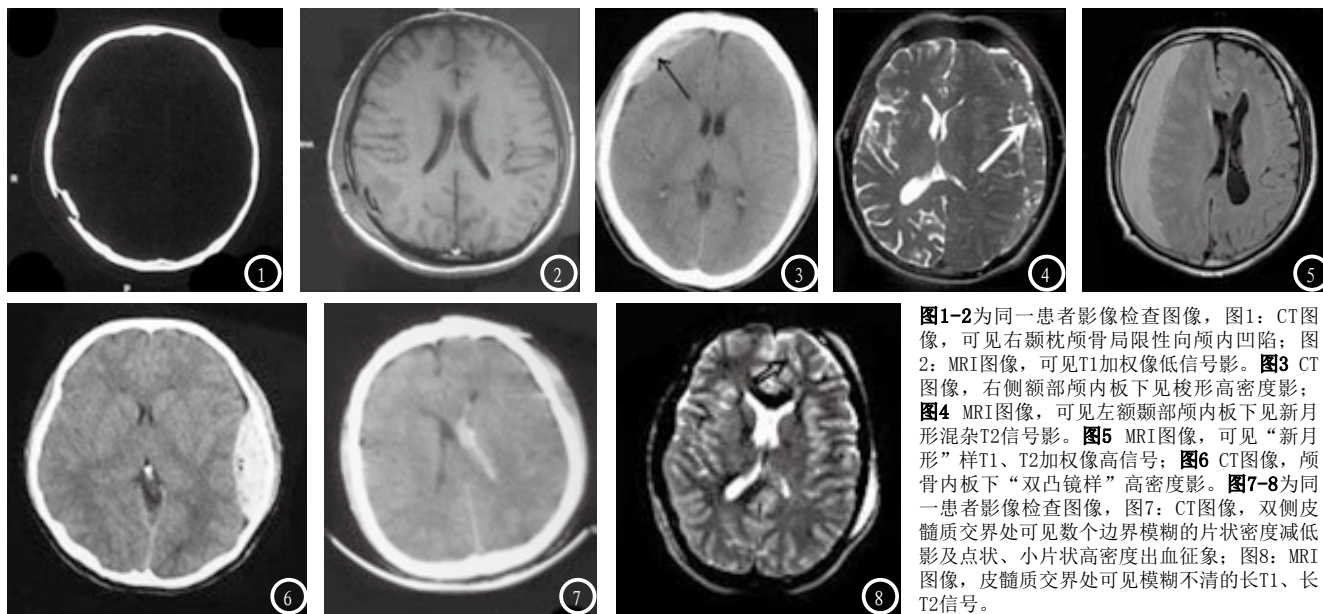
2为同一患者影像检查图像, 图1: CT图像, 可见右侧枕部颅骨局限性向颅内凹陷; 图2: MRI图像, 可见T1加权像低信号影。图3: CT图像, 右侧额部颅内板下见梭形高密度影; 图4: MRI图像, 可见左额部颅内板下见新月形混杂T2信号影。图5: MRI图像, 可见“新月形”样T1、T2加权像高信号; 图6: CT图像, 颅骨内板下“双凸镜样”高密度影。图7-8为同一患者影像检查图像, 图7: CT图像, 双侧皮髓质交界处可见数个边界模糊的片状密度减低影及点状、小片状高密度出血征象; 图8: MRI图像, 皮髓质交界处可见模糊不清的长T1、长T2信号。
